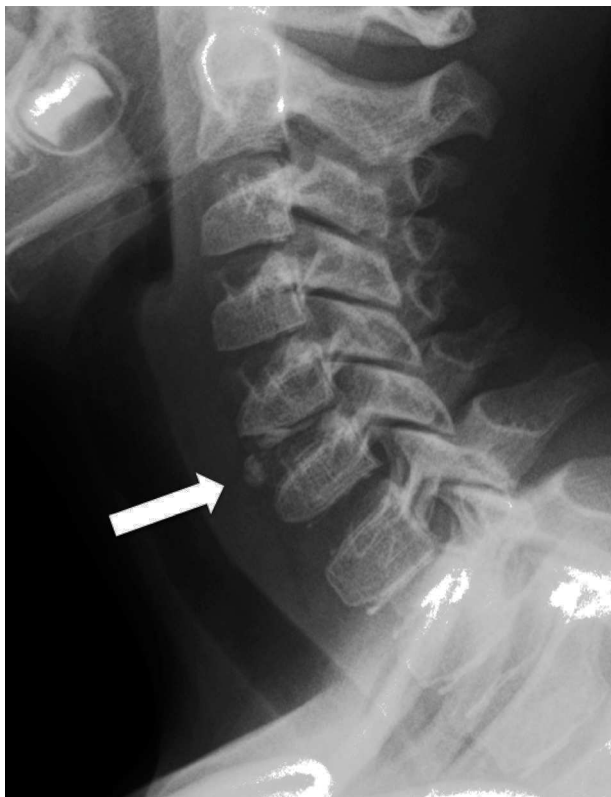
Radiografía cervical lateral, que muestra calcificación discal C5-C6 con protrusión ventral (flecha).
